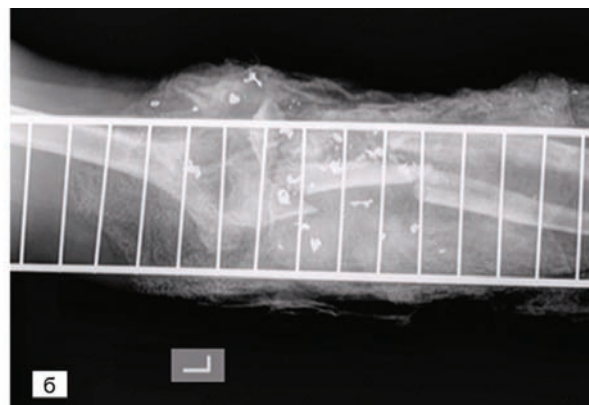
Разрушение левой верхней конечности на уровне верхней трети предплечья с повреждением сосудисто-нервного пучка: а – внешний вид; б – рентгенограмма левого предплечья при поступлении.
